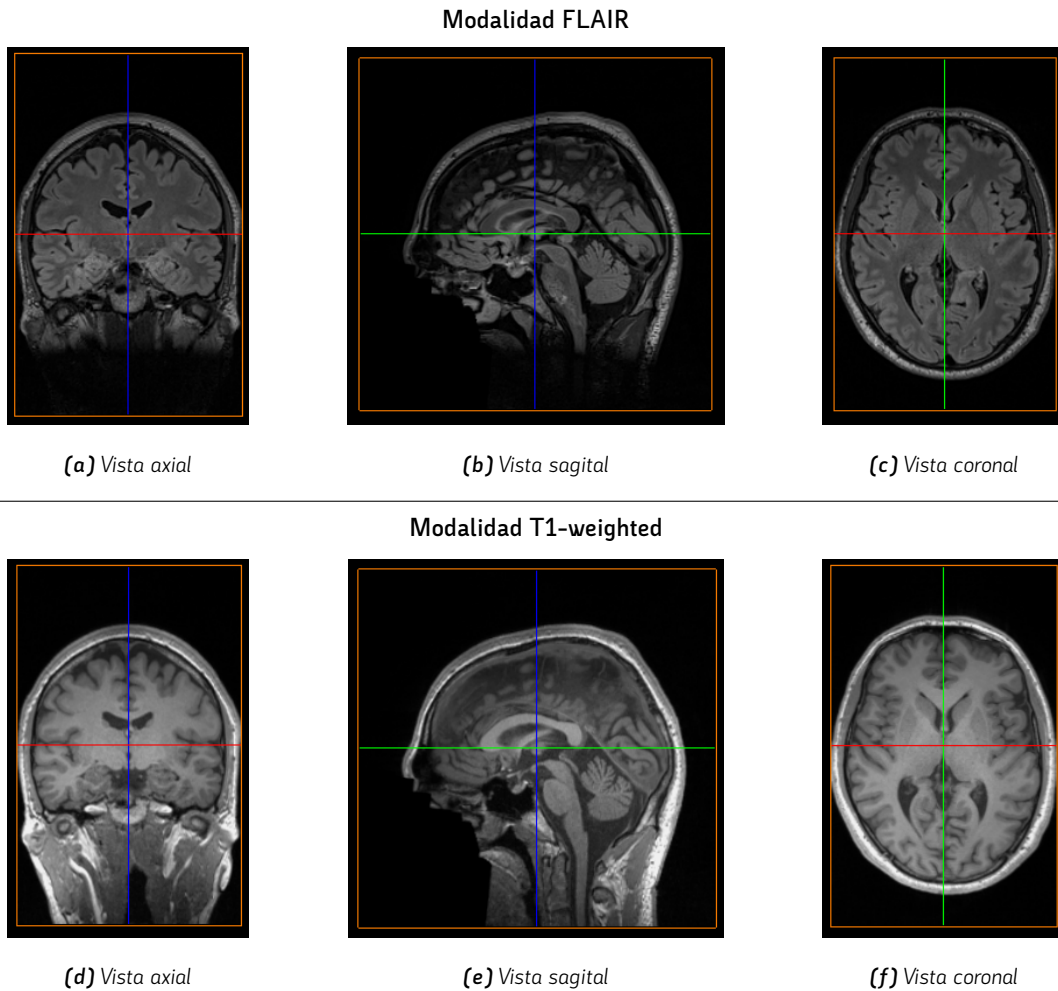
Ejemplo de cortes cerebrales en modalidades FLAIR y T1-weighted correspondientes a un mismo sujeto. La secuencia FLAIR resalta lesiones hiperintensas al suprimir la señal del líquido cefalorraquídeo, mientras que T1-weighted proporciona mayor detalle anatómico.
